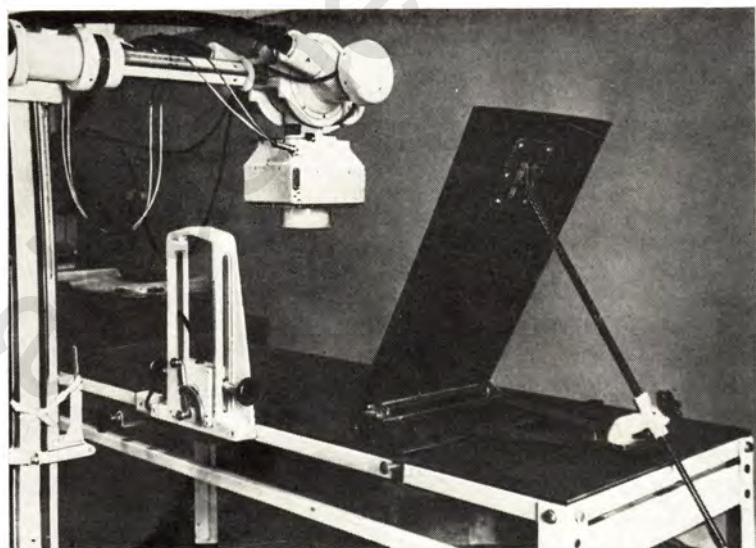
Приставка для рентгенографии входа в таз при рентгенопельвиметрии.
